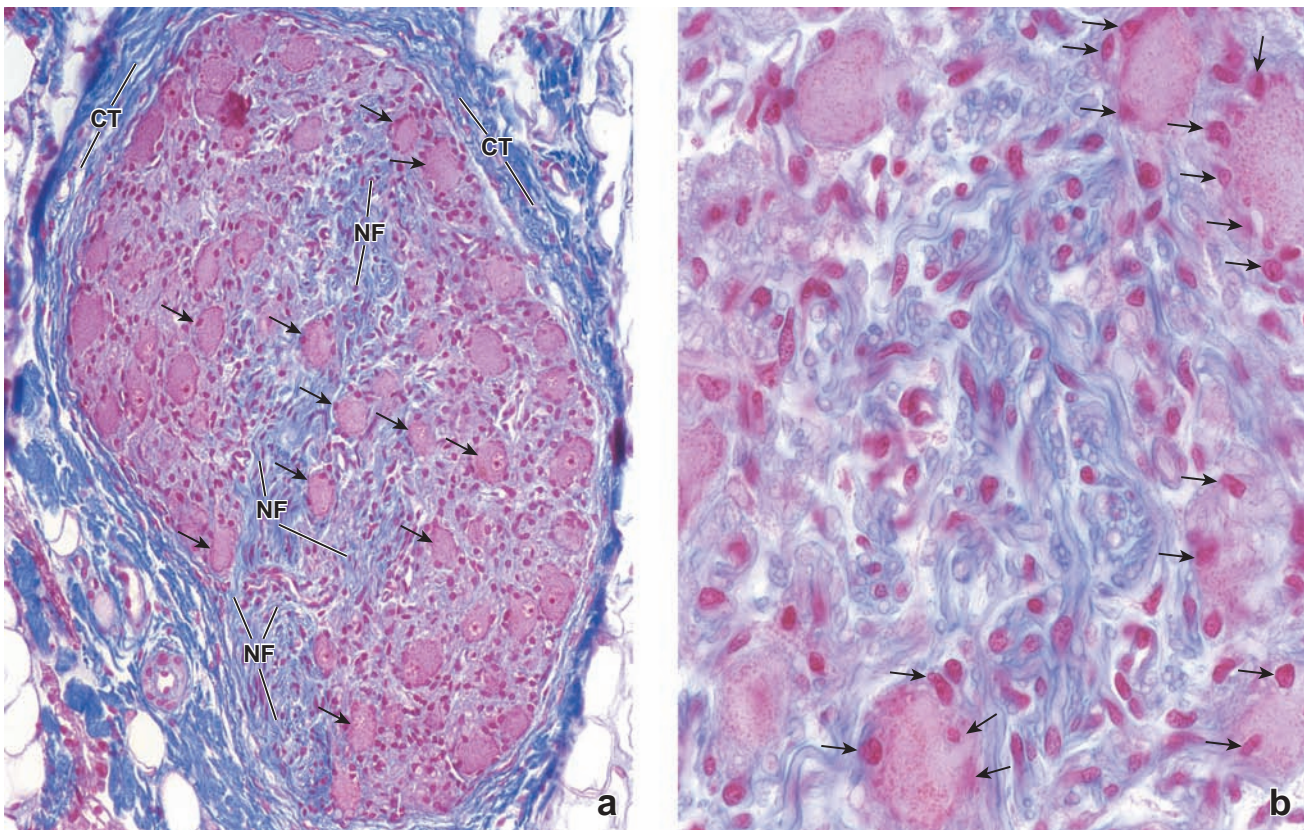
▲ Fotomicrografía de un ganglio nervioso. a. Fotomicrografía que muestra un ganglio teñido con el método de Mallory-Azan. Deben notarse los somas neuronales grandes (*flechas*) y las fibras nerviosas (NF) ganglionares. Las células satélite están representadas por núcleos muy pequeños en la periferia de los somas neuronales. El ganglio está rodeado por una cápsula de tejido conjuntivo (CT) denso irregular, que es comparable al epineuro del nervio y se continúa con él. 200 X. b. Más aumento del ganglio en el que se ven axones individuales y unos pocos somas neuronales con células satélite (*flechas*). Los núcleos en la región de los axones son, en su mayoría, núcleos de las células de Schwann. 640 X.
